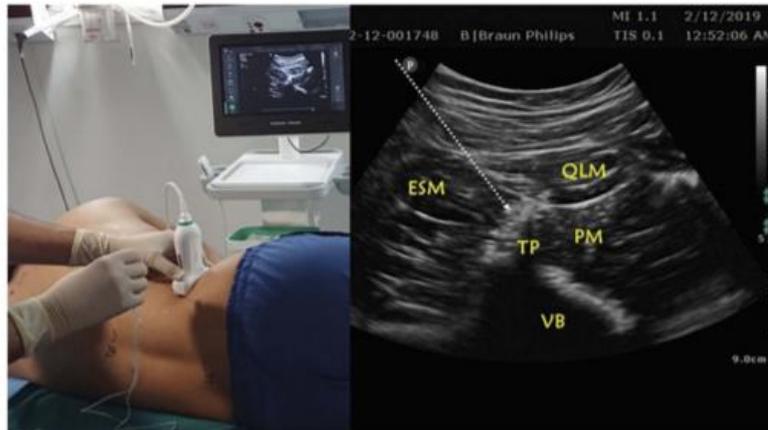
(A) Posición del transductor de ultrasonido curvilíneo durante una exploración transversal de la región lumbar por encima de la cresta ilíaca con el sujeto en posición de decúbito lateral. (B) Imágenes ecográficas del signo del trébol y abordajes Aksu de Cassai para el bloqueo del plano del erector de la columna en la línea axilar posterior por encima de la cresta ilíaca. La flecha blanca indica aguja (37).
